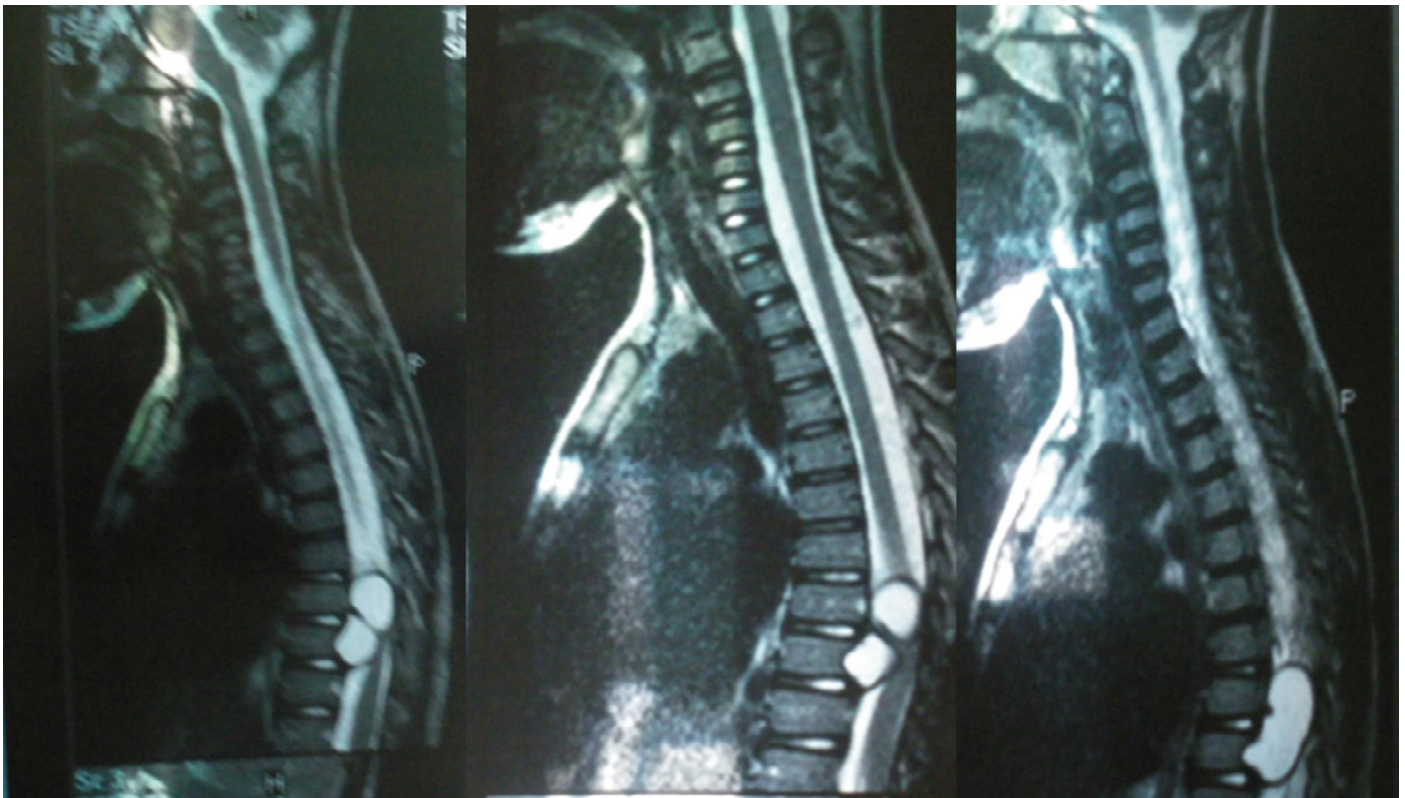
IRM médullaire dorsale
